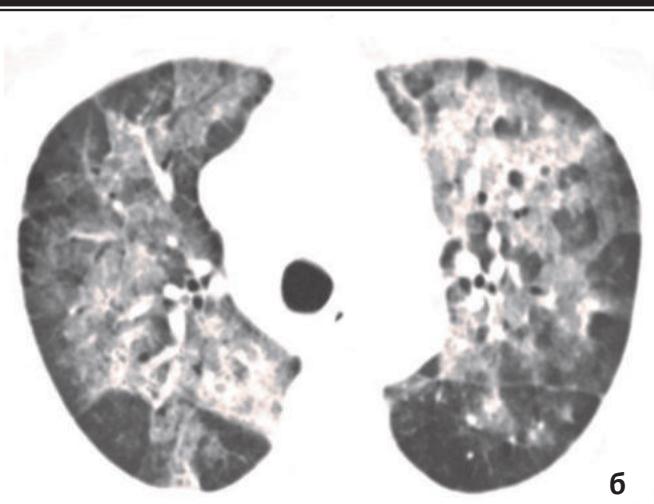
3-и сутки ОРДС у больного 2-й группы. а) рентгенограмма грудной клетки: с двух сторон в средненижнем лёгочном поле асимметричное затемнение без чётких контуров; б) КТ: с двух сторон диффузное уплотнение лёгочной ткани, больше за счёт альвеолярного компонента, «воздушная бронхограмма».
